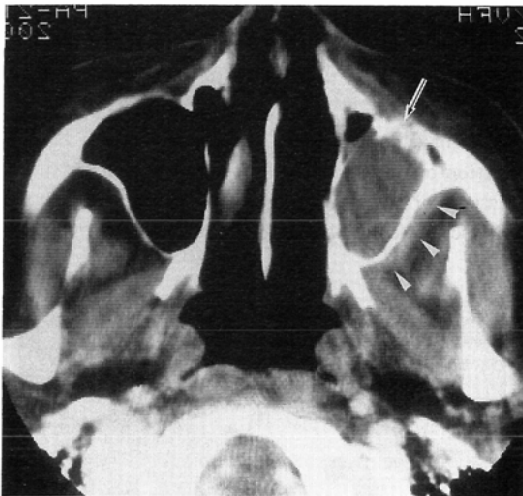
Case 4. Enhanced CT image. The inferior portion of the left maxillary antrum is opacified with non-enhancing homogeneous mass. The anterior wall of the left antrum is thickened and partially destroyed (arrow). Abnormal soft tissue is seen posteriorly along the antral wall (arrow heads).
